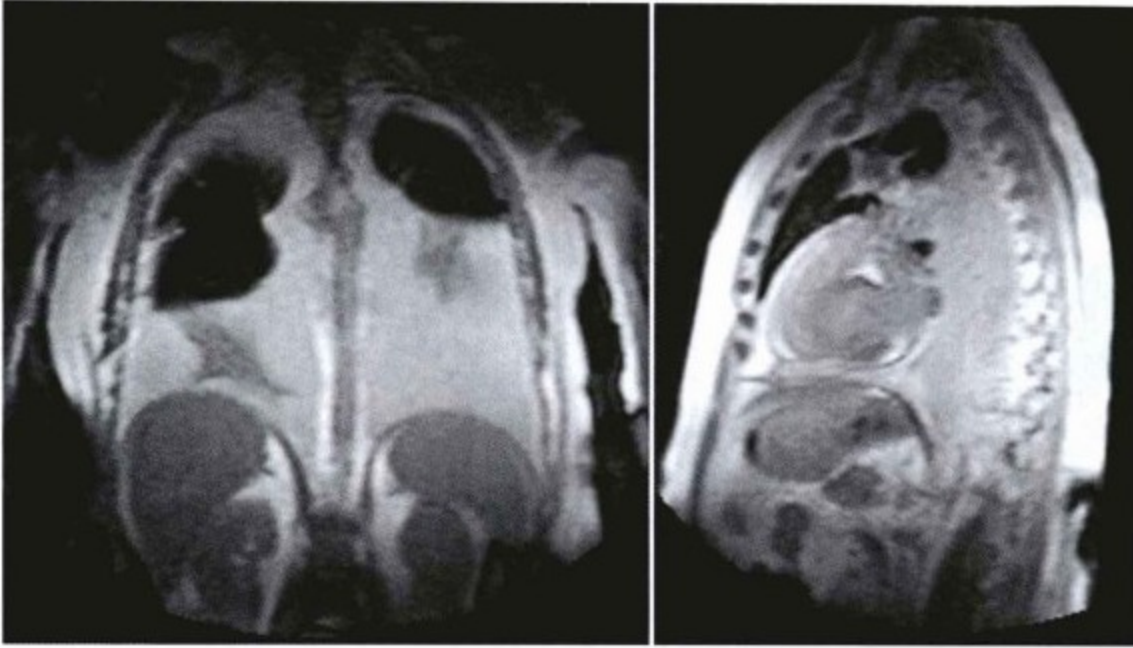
CMR 显示液体的能力与超声心动图相同且更为全面。T<sub>2</sub>加权成像积液表现为高信号。这一患者同时有大量心包积液和胸腔积液。
